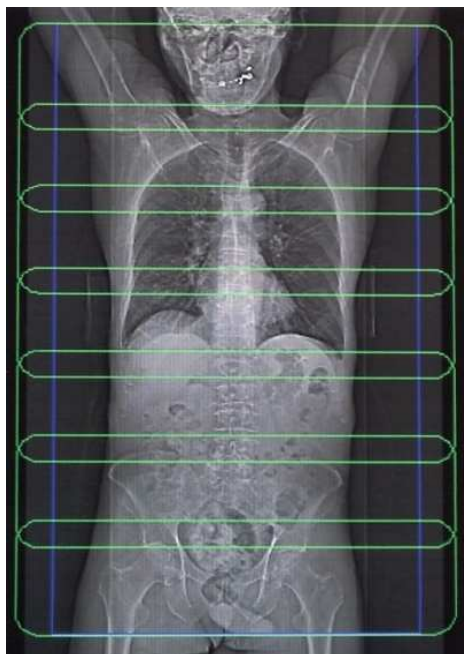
Marcação das macas para realização da aquisição da imagem PET.
